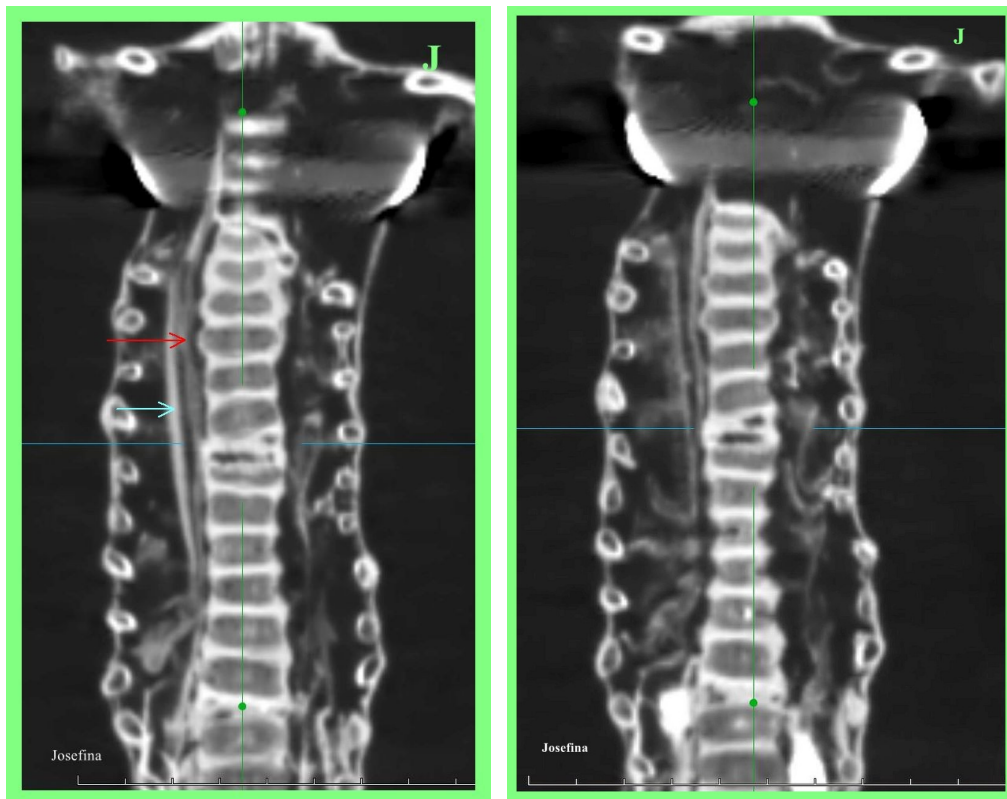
TC 2D coronal del abdomen en 'Josefina' que muestra presencia de una arteria mayor (flecha roja) y una vena (flecha azul) junto a la columna (imagen izquierda). También se observan contenidos abdominales dispersos (imagen derecha).
